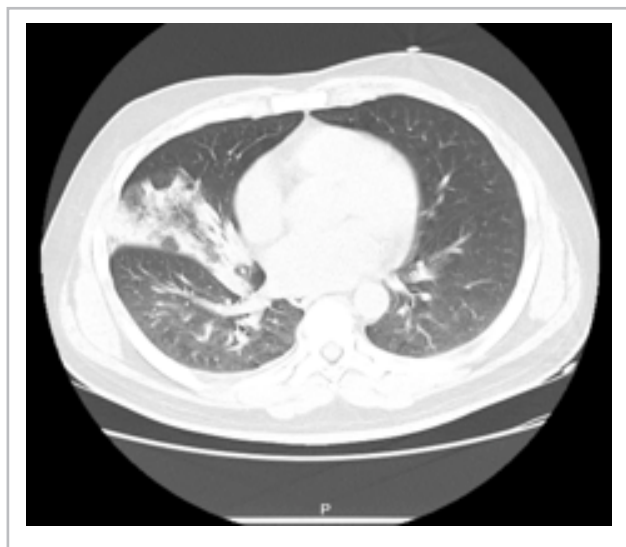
Tomografía de tórax de ingreso.
